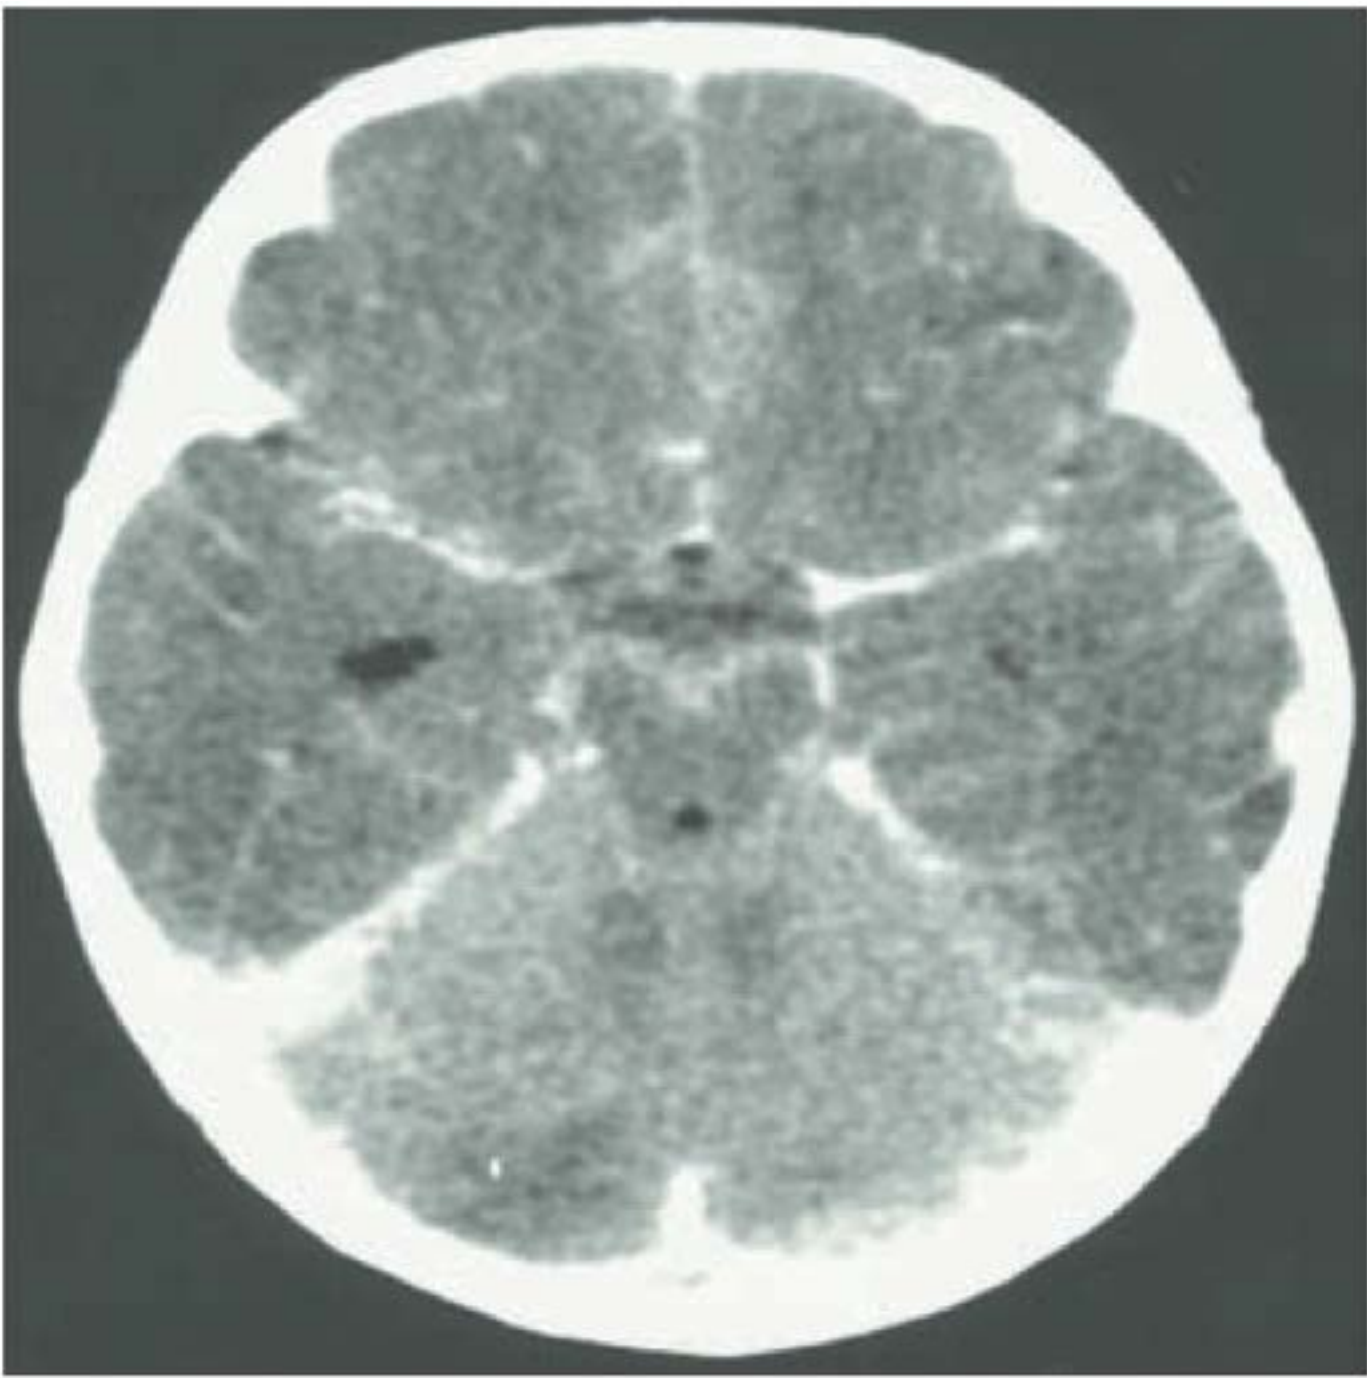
Tomografia computadorizada de crânio sem contraste mostrando hiperdensidade no espaço subaracnoide em paciente com meningite pneumocócica.
